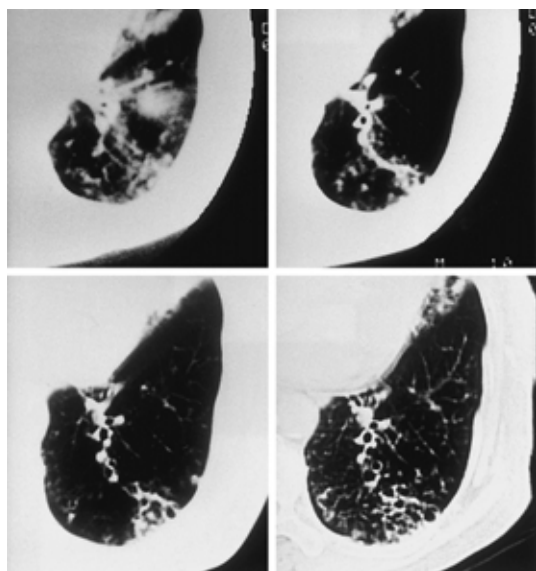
Serial changes in CT findings. At the time of diagnosis (September 1985) centrilobular opacities were present in the subpleural region (left upper panel) Thickening of bronchovascular bundles developed in November 1987 (right upper panel) Cystic bronchiectatic changes appeared in the subpleural region in March 1993 (left lower panel) Bronchiectasis spread to the central region in January 1997 (right lower panel)
